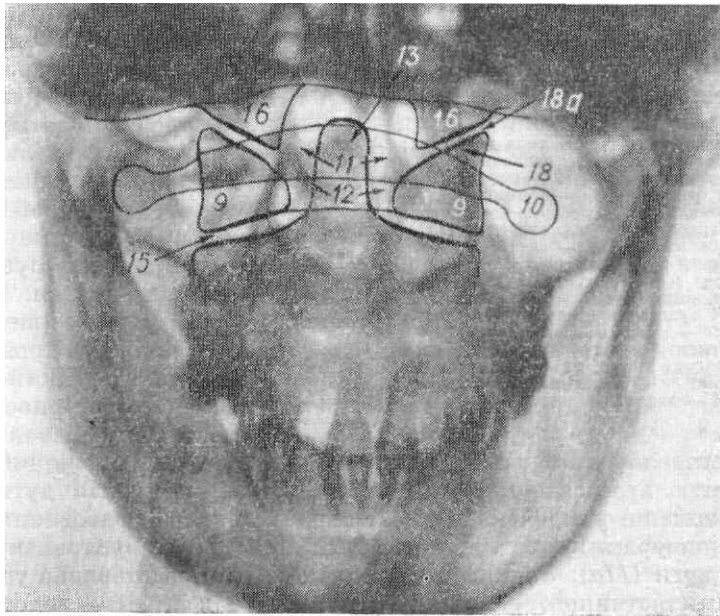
Обзорная рентгенограмма черепа в носо-лобной проекции.
